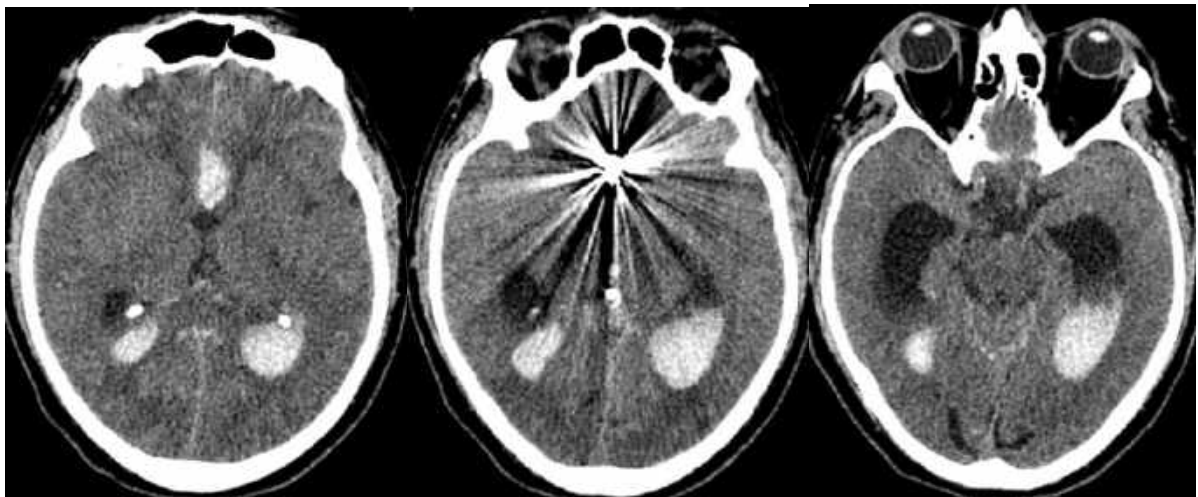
Спостереження №80 (хворий Л-ко, історія хвороби №120124). СКТ головного мозку через 6 годин післяемболізації АА спіралями. Відмічається гострий ВШК.
